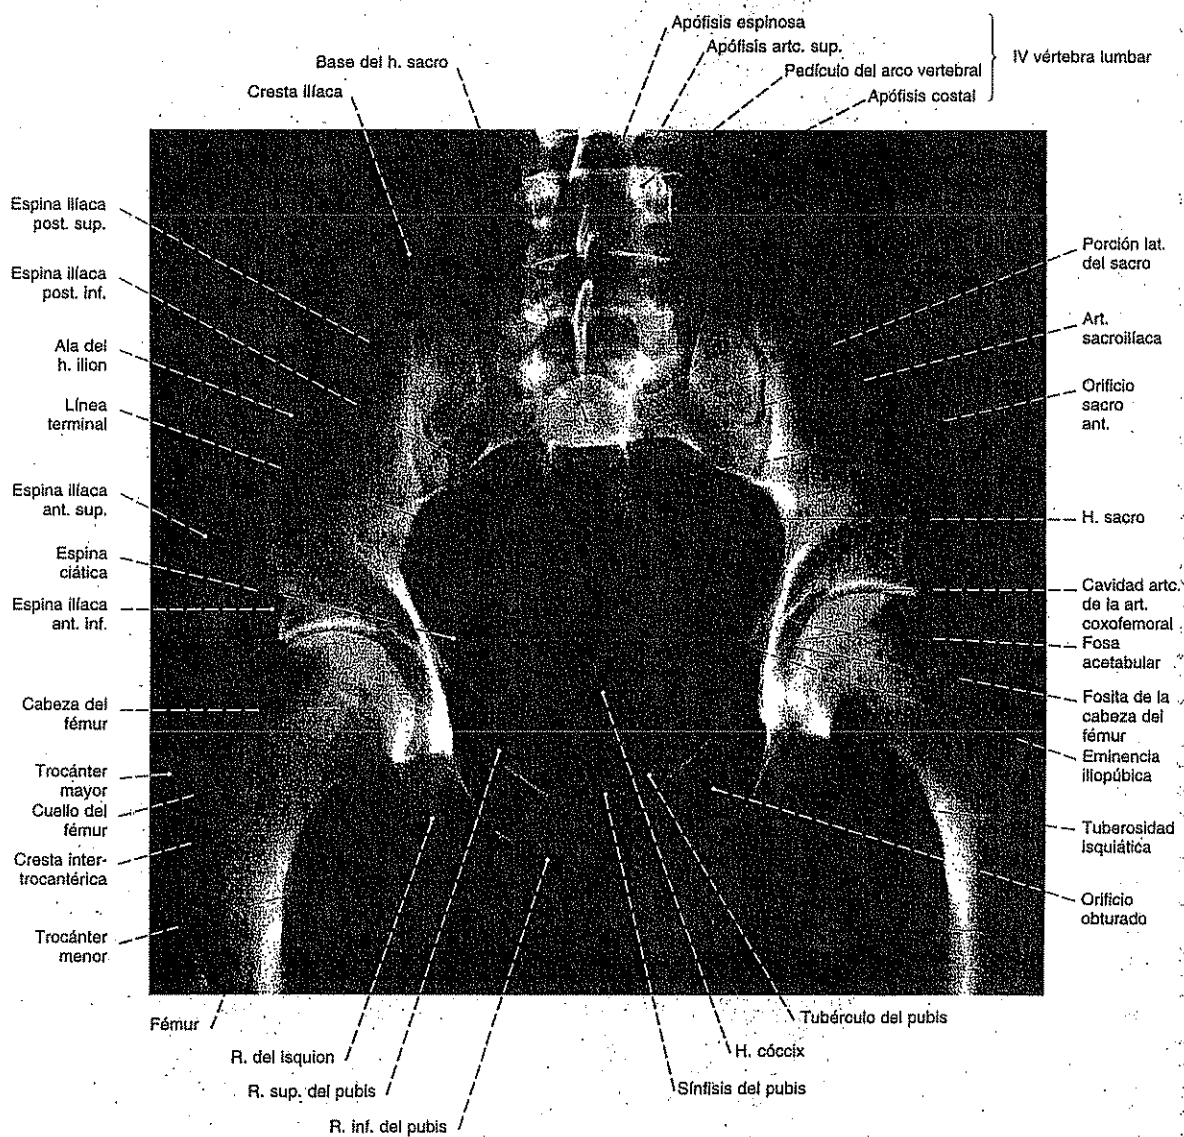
Radiografía AP de la pelvis en una proyección en bipedestación. El haz central de la radiación se dirige al tercer segmento sacro.
